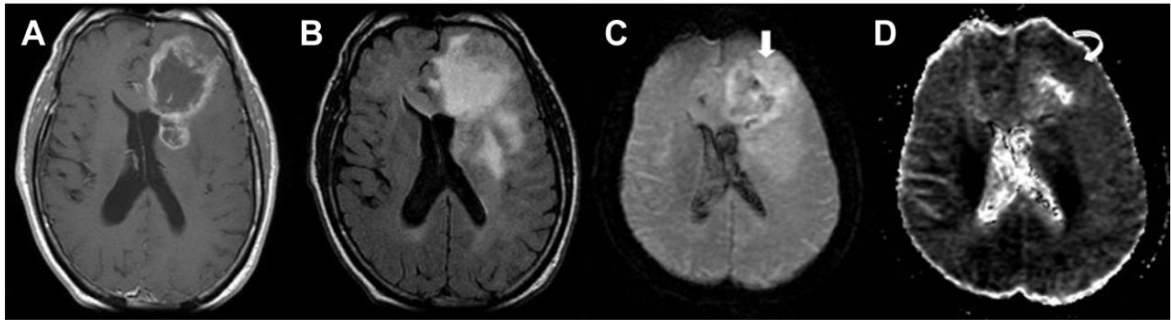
Diffusion-weighted imaging MR image of a patient with GBM. (A) Postcontrast T1-weighted image shows well-defined ring-enhancing lesion in the deep left temporoparietal region with subependymal extension. (B) FLAIR sequence shows peritumoral edema and invasion. The mass demonstrates restricted diffusion evident by hyperintensity (*straight arrow*) on (C) diffusion-weighted MR image with drop of signal on the (D) ADC map (*curved arrow*).
